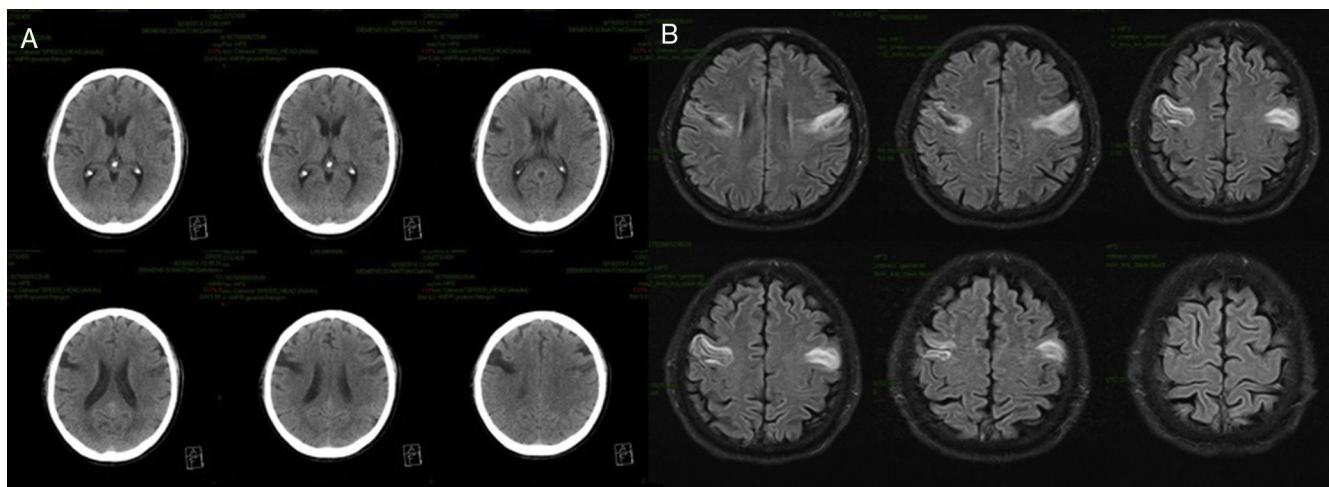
Estudios de imagen. A) TC de cráneo, lesión subaguda en el opérculo frontal izquierdo, además de encefalomalacia en la región de la ACM derecha y pérdida difusa de volumen cerebral. B) RM secuencia FLAIR que muestra lesión hiperintensa bilateral.
